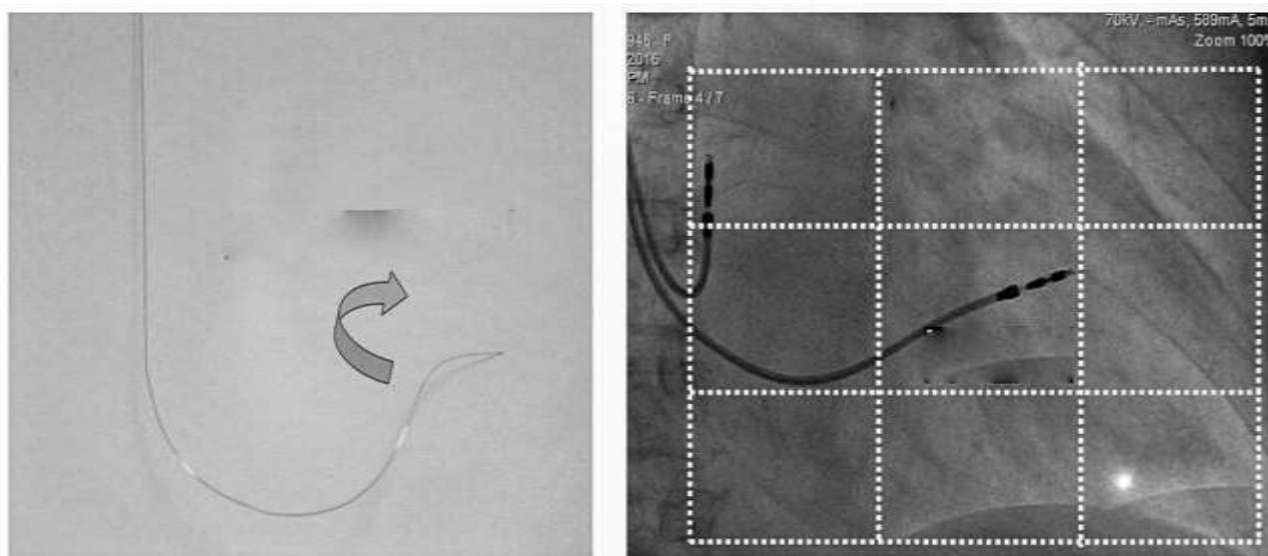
Форма модифицированного стилета и рентгеноскопическая картина при расположении эндокардиального электрода в парагиссиальной области ПЖ. В правой косой проекции (RAO 30°)
